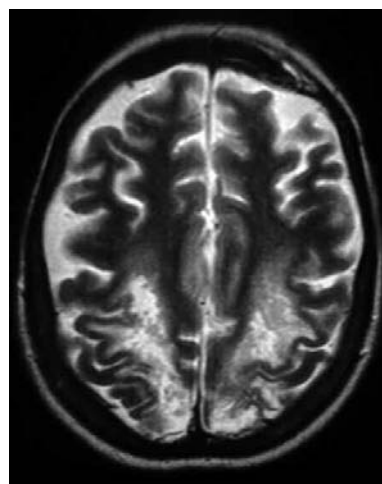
RM de cerebro, corte axial T2. Se observa compromiso selectivo de la sustancia blanca subcortical y profunda en la región parieto-occipital de ambos hemisferios cerebrales.
